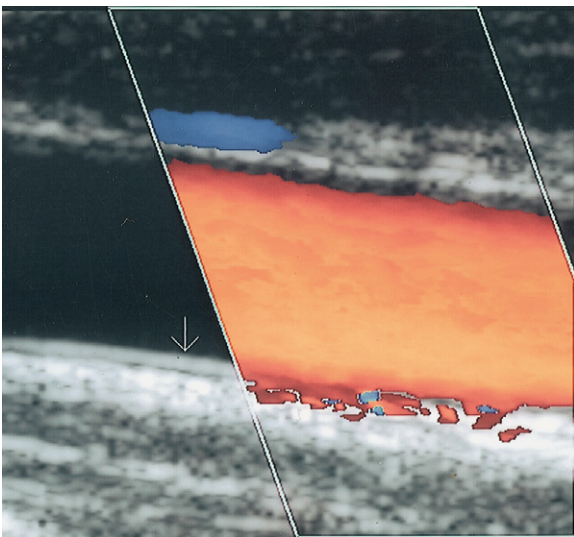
Bei zu hoch eingestelltem Farb-Gain vermittelt das Farbdopplerbild den Eindruck, als „blute“ es aus dem Gefäß heraus (Pfeil zeigt die Lage der Arterienhinterwand an).
